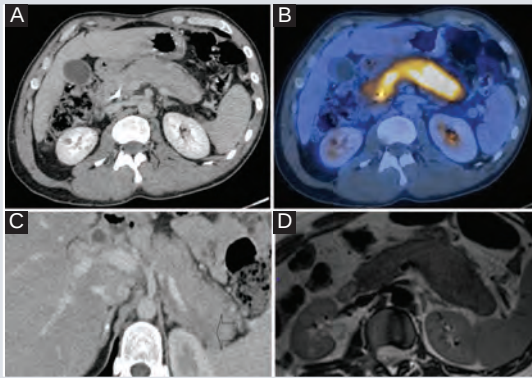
Hallazgos por imagen del páncreas. A: Corte axial de tomografía computarizada en fase venosa. B: Tomografía por emisión de positrones con tomografía multicorte, imagen típica de pancreatitis por inmunoglobulina (IgG4) con hipermetabolismo generalizado en el parénquima pancreático. C: Fase pancreática que muestra incremento del tamaño de la cola del páncreas, con hipodensidad periférica (flecha). D: Forma típica de «páncreas en salchicha».
